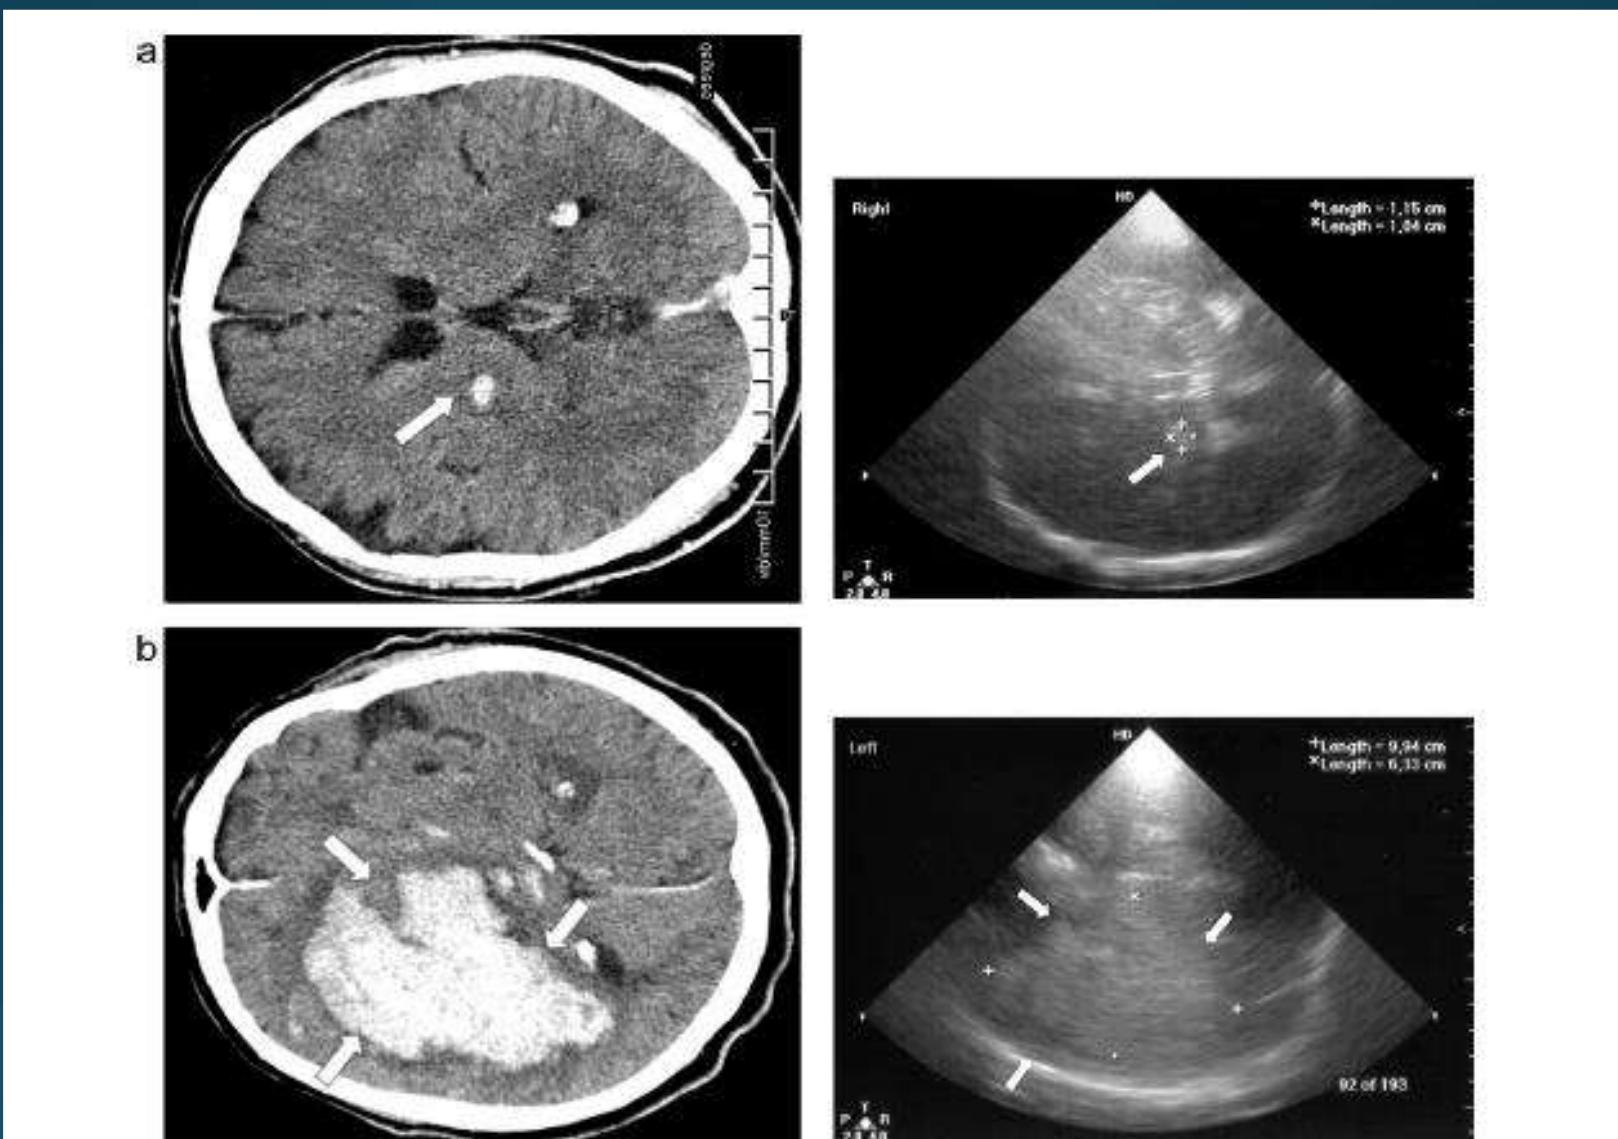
Computed tomography (CT, left) and transcranial color-coded sonography (TCCS, right) images of hemorrhagic foci: the smallest (0.47 mm³, a) and (b) the largest (234 mm³, b) hemorrhagic focus revealed; transverse plane, arrows indicate hemorrhagic foci.
